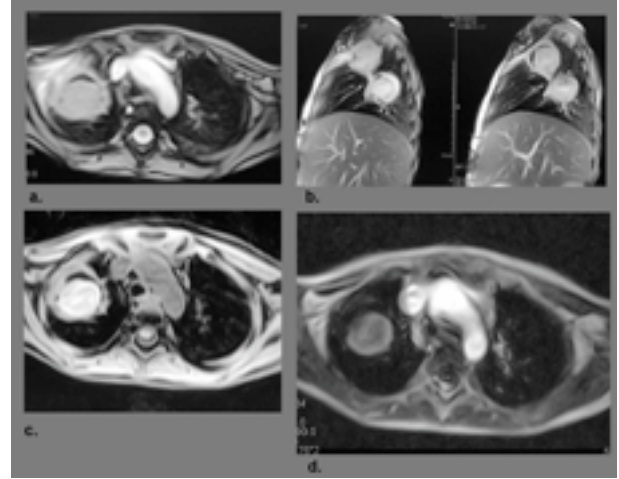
a,b,c,d. İlk BT den 25 gün sonra pron (c,d) ve supin (a,b) pozisyonda elde edilen BT tetkikinde üst lob apikal yerleşimli nodülde kavite geliştiği görülmekte. Nodüler kısmı çevreleyen hilal şeklinde havaya ait hipodens görünüm izlenmekte. Prone pozisyonda ise lezyonun içindeki nodüler solid komponentte yer değişikliği dikkati çekmekte (c,d).
